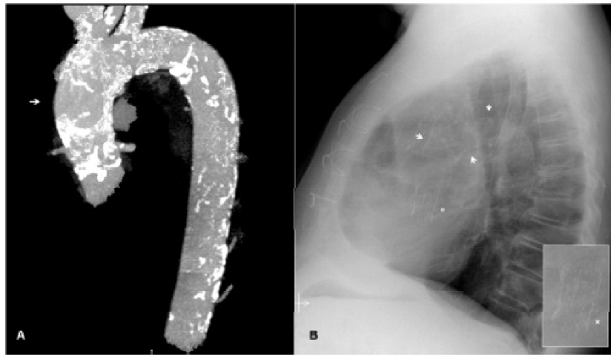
A. Reconstrucción de tomografía computarizada que muestra la aorta torácica extensamente calcificada y el punto de enfoque (*flecha*). B. Radiografía lateral de tórax que muestra la prótesis implantada (*) y la aorta calcificada (*flechas*).
